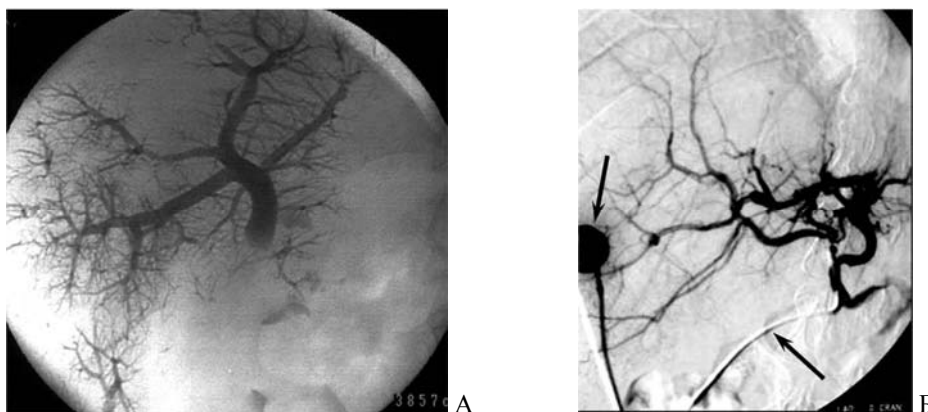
А – масляная химиоэмболизация воротной вены, чрескожная чреспеченочная портограмма; Б – селективная артериальная химиоинфузия через интраоперационно установленный в собственную печеночную артерию порт (стрелки), артериогаптограмма
